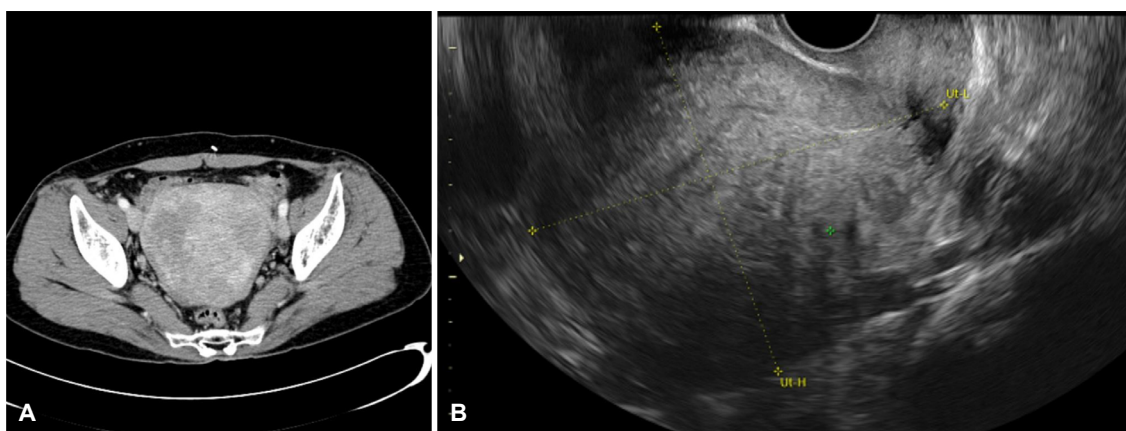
(A) Contrast-enhanced pelvic computed tomography reveals the enlarged uterus with heterogenous enhancement suggesting uterine adenomyosis. (B) Pelvic ultrasonography shows markedly enlarged uterus compatible with adenomyosis.
